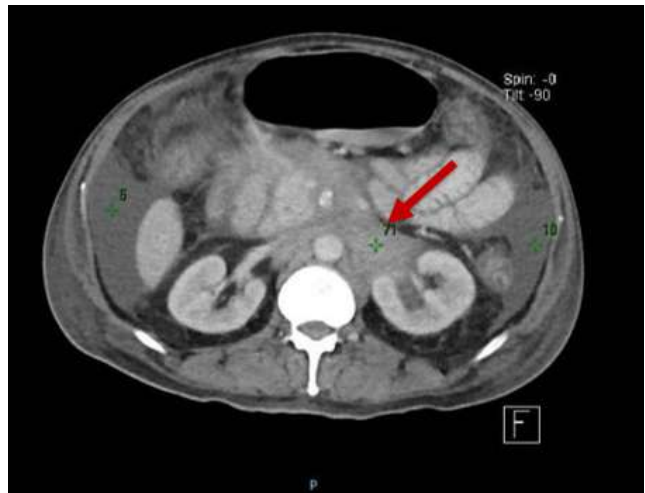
Tomografía de abdomen en la que se visualiza liposarcoma retroperitoneal izquierdo (flecha roja).
